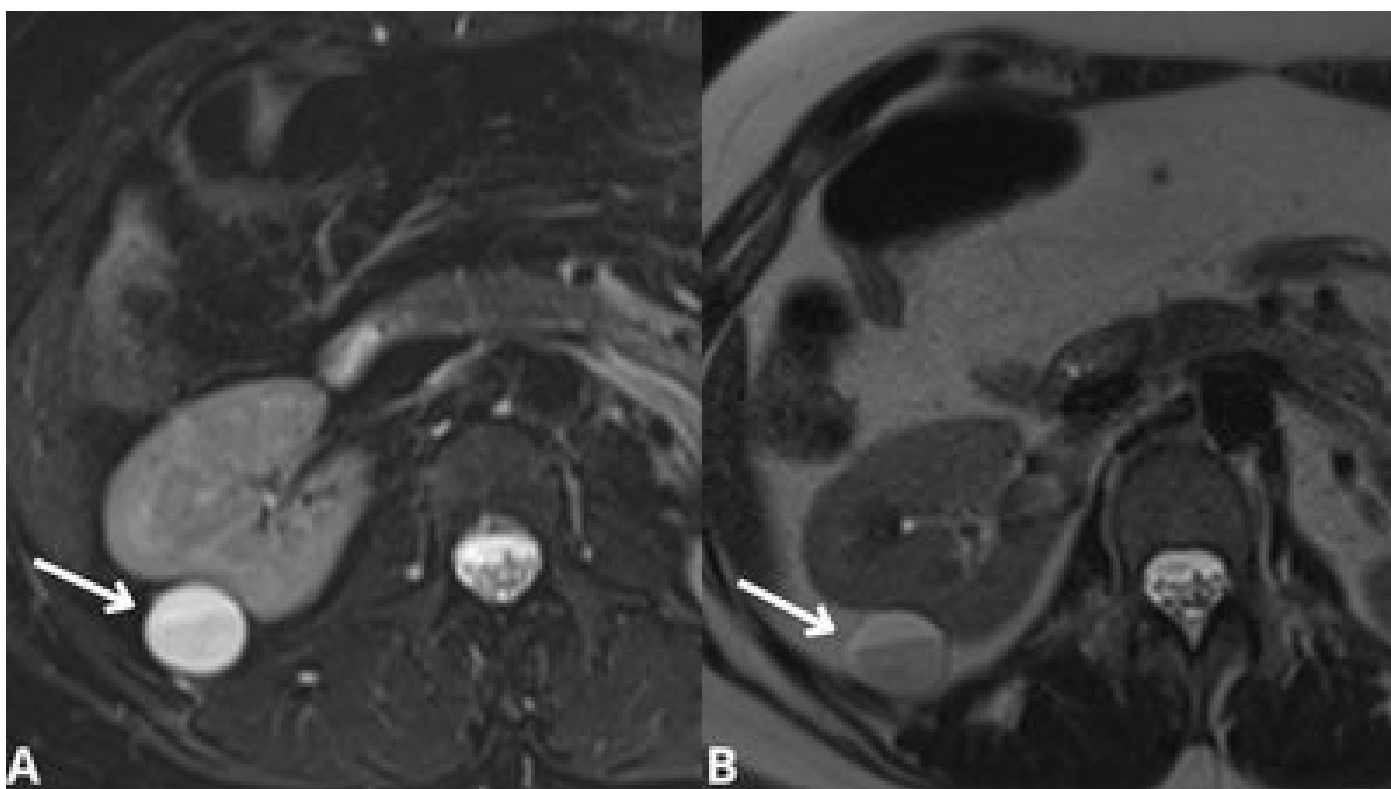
Imagens ponderadas em T2 de Ressonância Magnética (RM) com aquisição axial (A) tse com saturação da gordura, demonstra formação cística com conteúdo heterogêneo; (B) T2 HASTE evidencia presença de nível líquido- líquido. Presença de fino plano de clivagem entre a lesão e o parênquima renal, determinando leve compressão extrínseca da cortical do terço médio, sem identificação do "sinal da garra", achados que sugerem o centro geométrico da lesão na gordura perirrenal.
